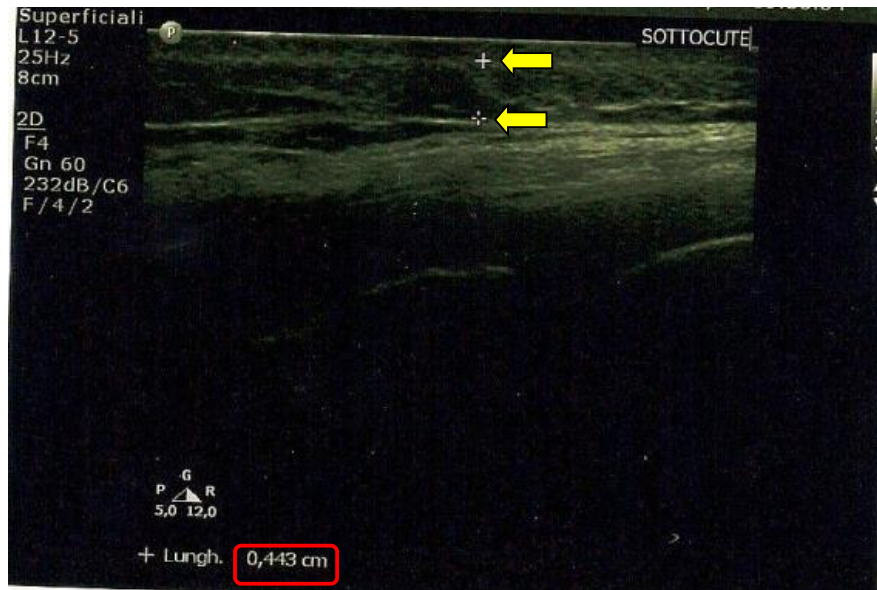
Ecografia sottocute preoperatoria (V0)
